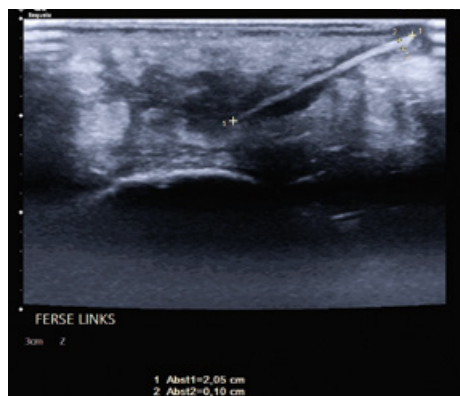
Die Sonografie mit einem höherfrequenten Linearschallkopf demarkiert Splitter und Umgebungreaktion.
